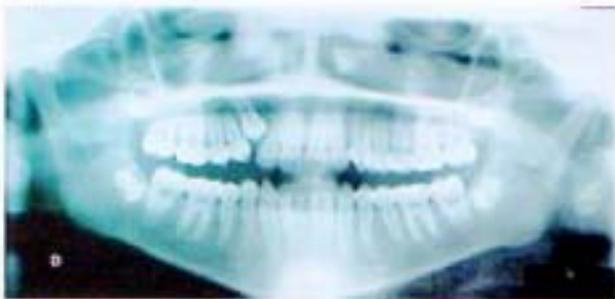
Radiografía panorámica de inicio.
